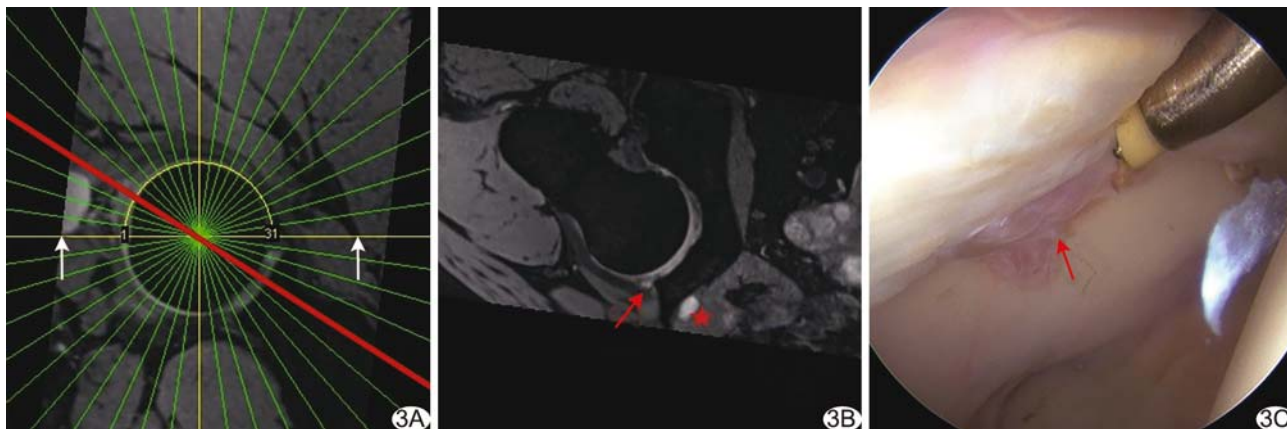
患者女, 27 岁, FAI A. 放射状重建 10~11 点钟方向 MRI 定位图(红线); B. 10~11 点钟方向图像显示该区髋臼唇撕裂(红箭)及髋臼唇旁囊肿(红五角星); C. 关节镜图示 10~11 点钟方向髋臼唇基底部撕裂伴囊肿(红箭)
